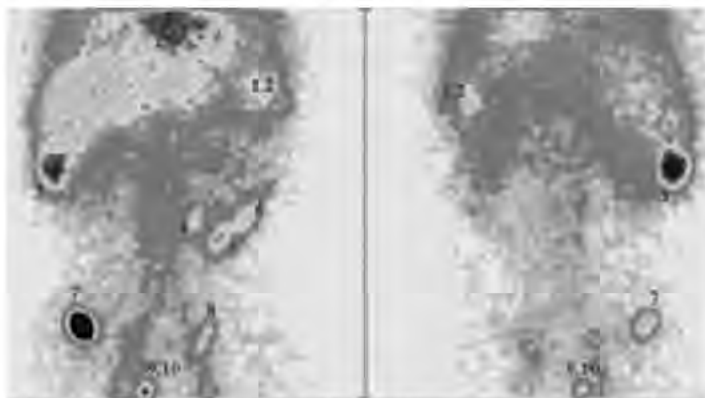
Сцинтиграфия с эритроцитами, мечеными ^{99m}Tc и поврежденными нагреванием (по К. А. Апарцин с соавт., 2009 [1]). Очаги внутрибрюшинного спленоза в передней (А) и задней (Б) проекциях
